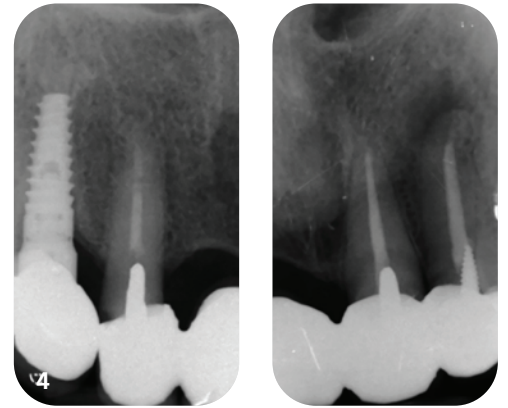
Präoperative periapikale Röntgenaufnahme.
